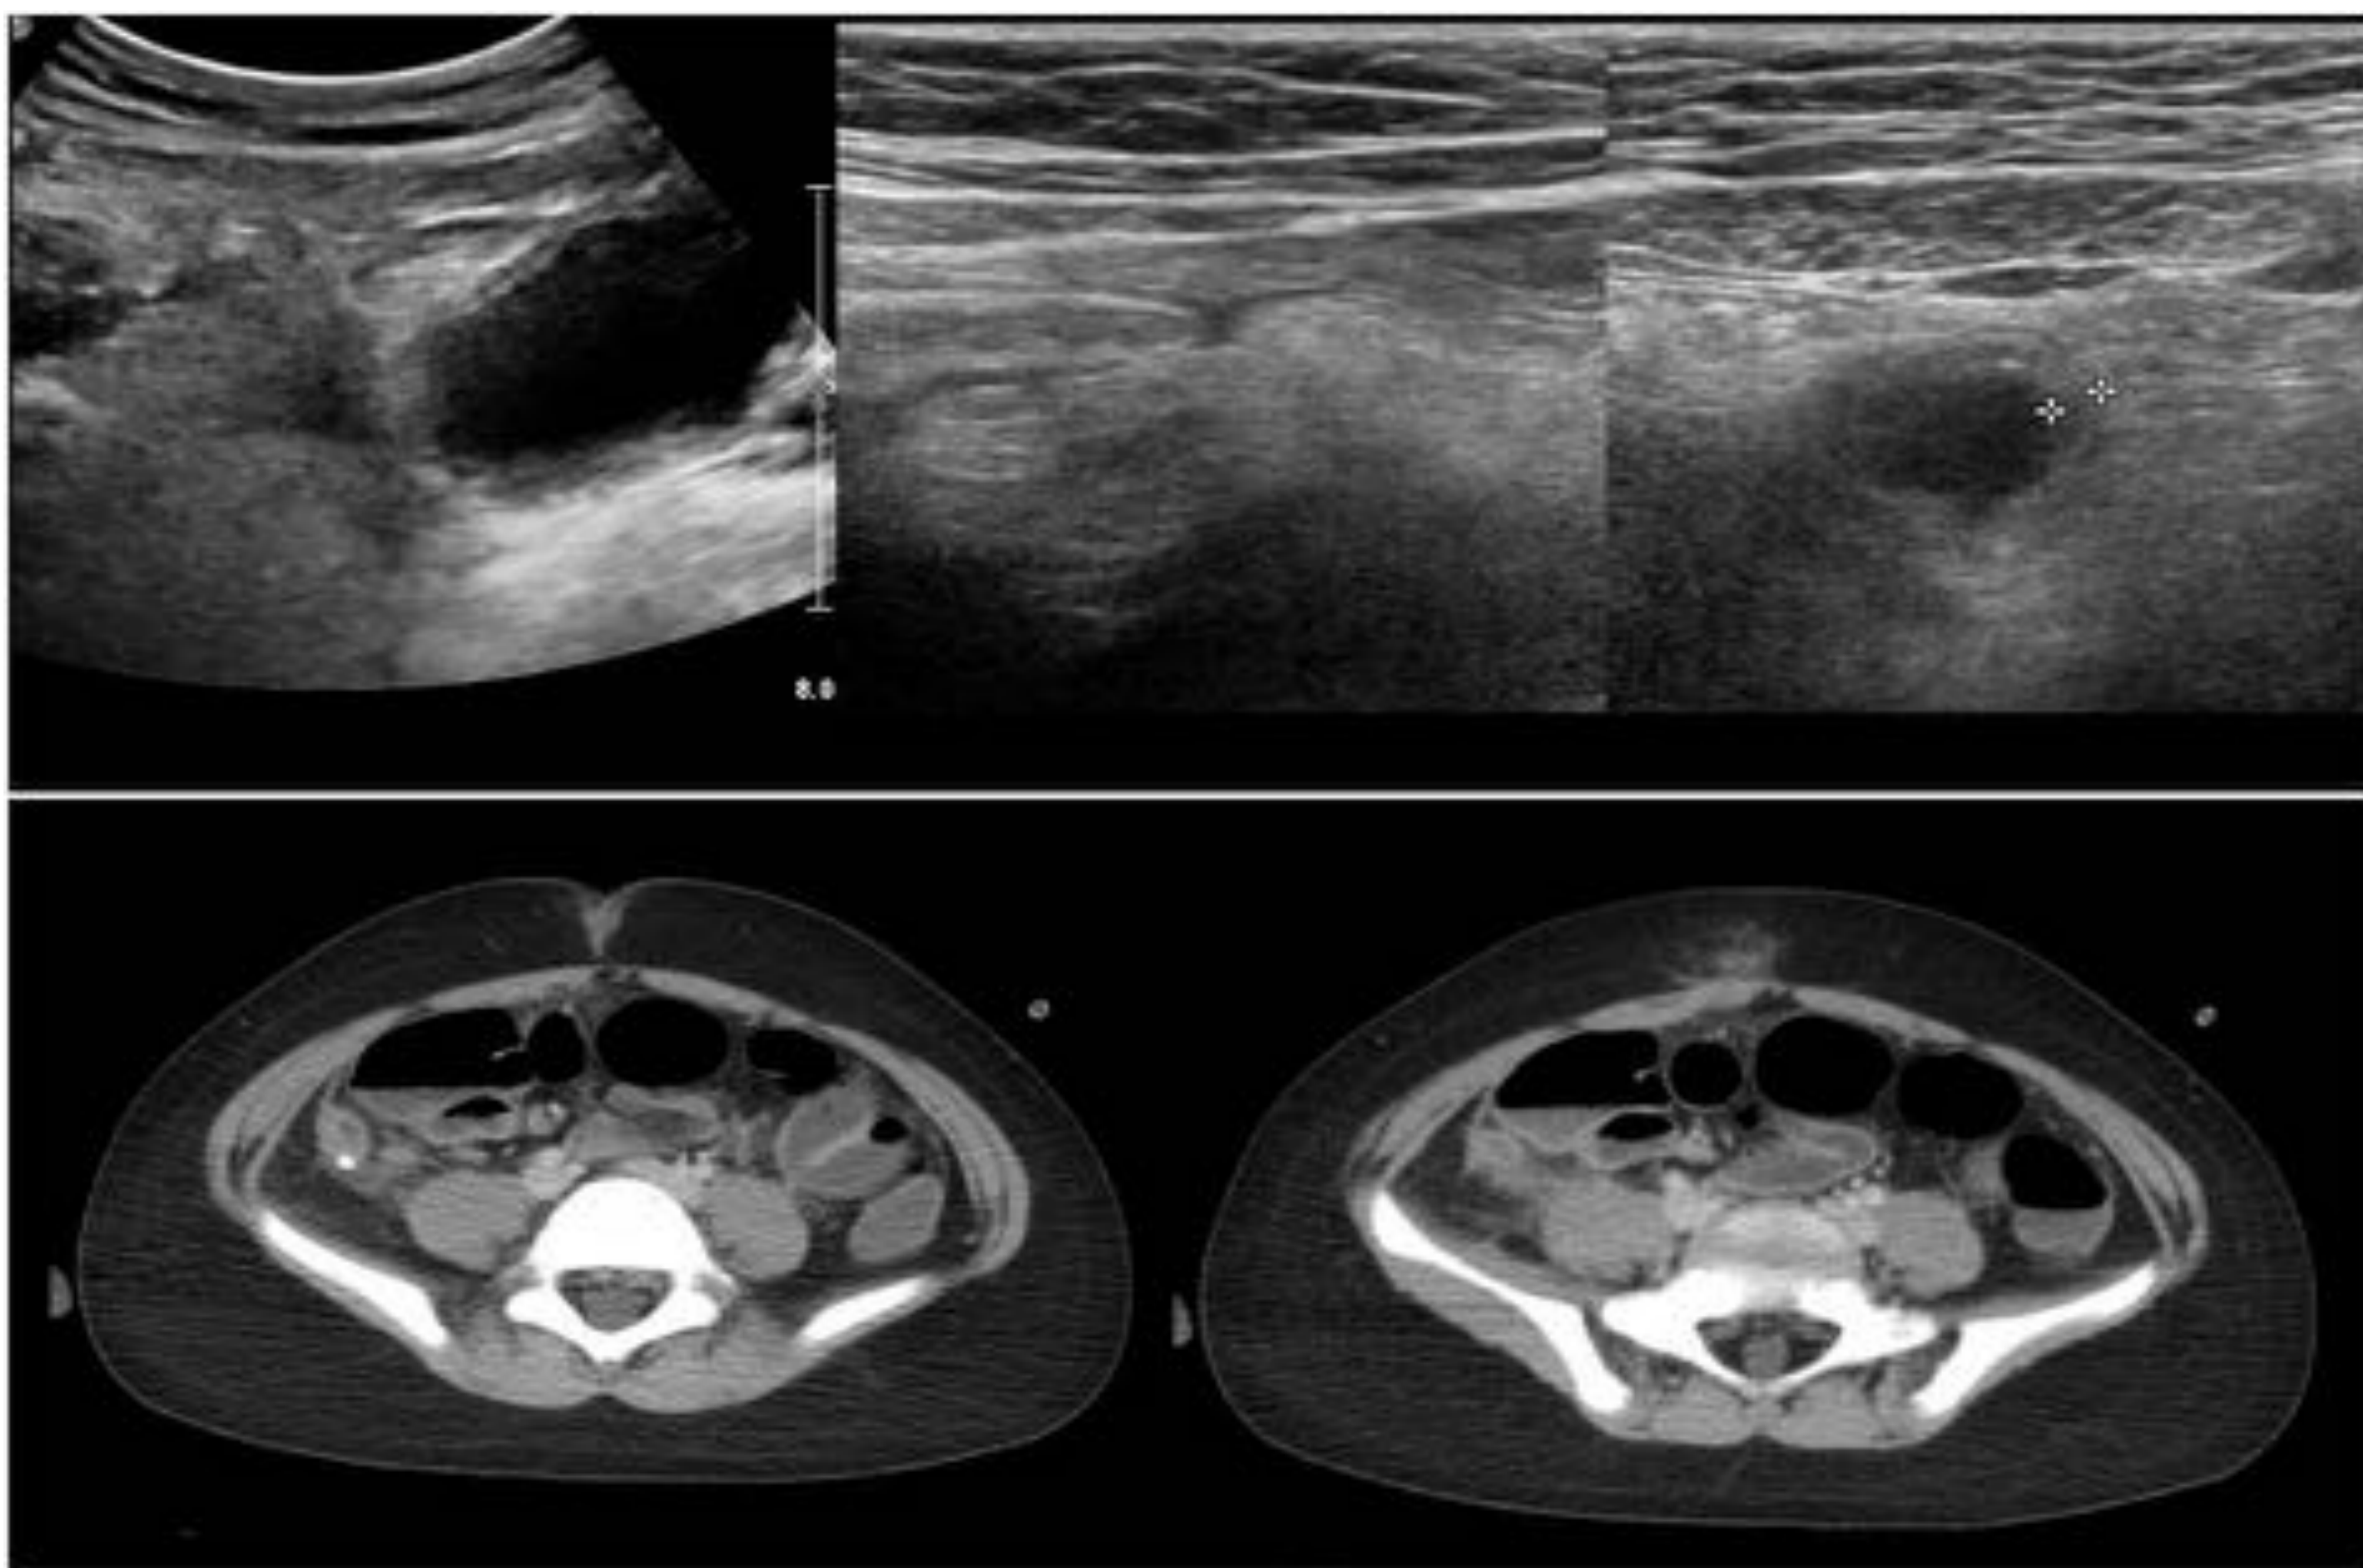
Paciente intervenido de apendicitis por laparoscopia. Vuelve a urgencias 25 días después con dolor en FID en aumento, fiebre y vómitos. La ecografía muestra cambios inflamatorios en FID con aumento de la ecogenicidad de la grasa mesentérica y una imagen tubular que parece el apéndice. La TC con contraste muestra una apendicitis en el muñón apendicular, confirmado en cirugía posterior.
